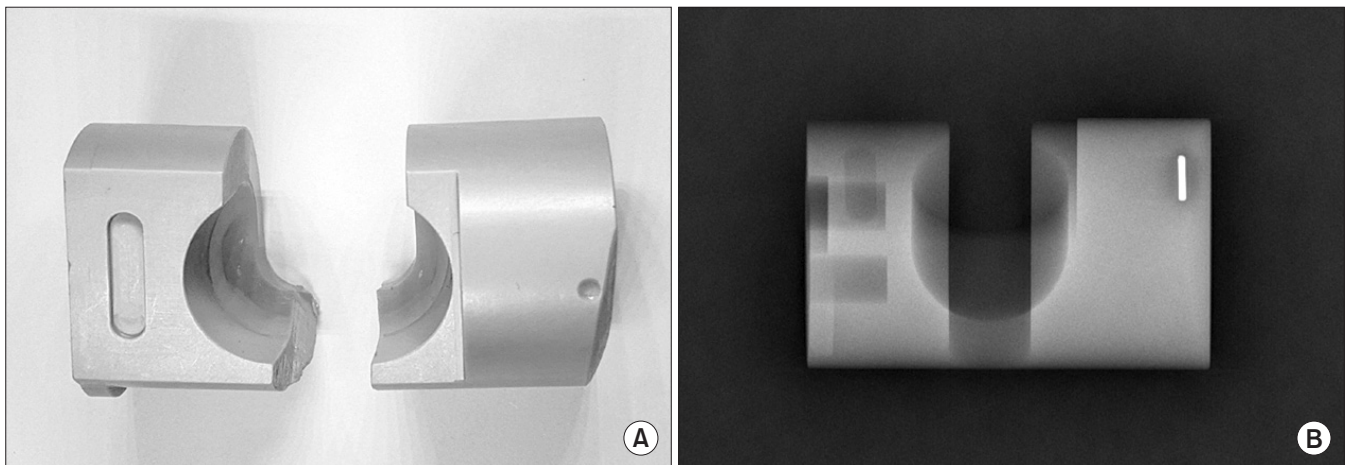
(A) Photograph of the retrieved locking mechanism (PEEK-OPTIMA) shows a breakage at the slot for knee motion, perpendicular to the long axis of the PEEK. (B) Radiograph of the intact PEEK shows a radioopaque line on the right side.
